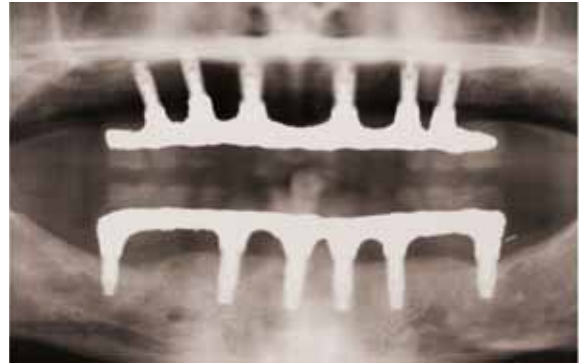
Ortopantomografía final.
